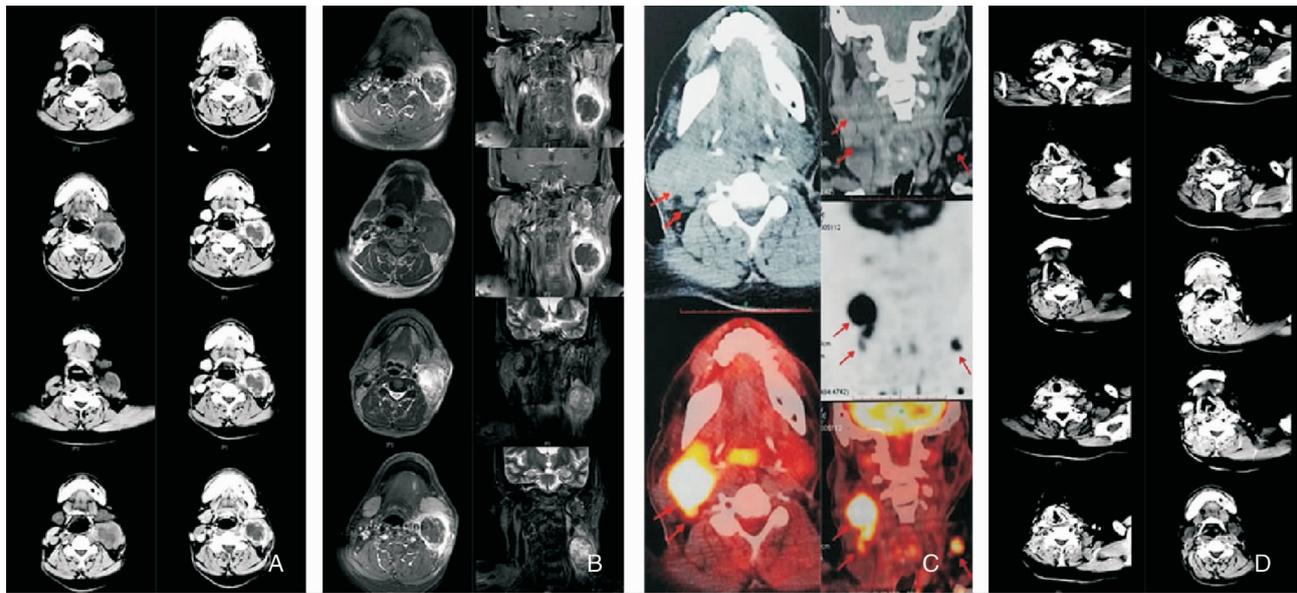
2次手术前后相关影像学结果 A:第1次术前CT增强扫描;B:第1次术前MRI增强扫描;C:第1次术后1年半(第2次手术前)PET-CT扫描;D:第2次手术后CT增强扫描
